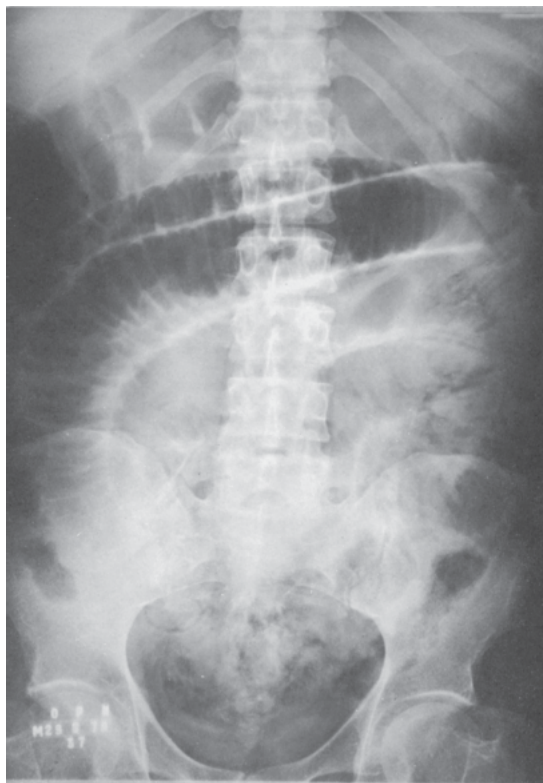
Radiografia simples do abdome, na qual se veem alças superpostas, imóveis, com espessamento da parede, em paciente com trombose da artéria mesentérica superior.
